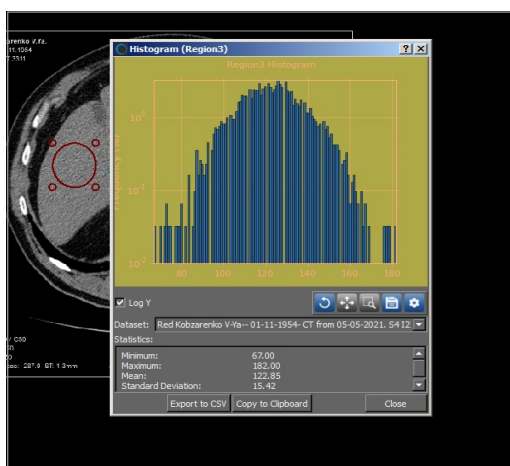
Гистограмма аксиального среза КТ печени больного К. от 05.05.2021 (5-й день заболевания)
